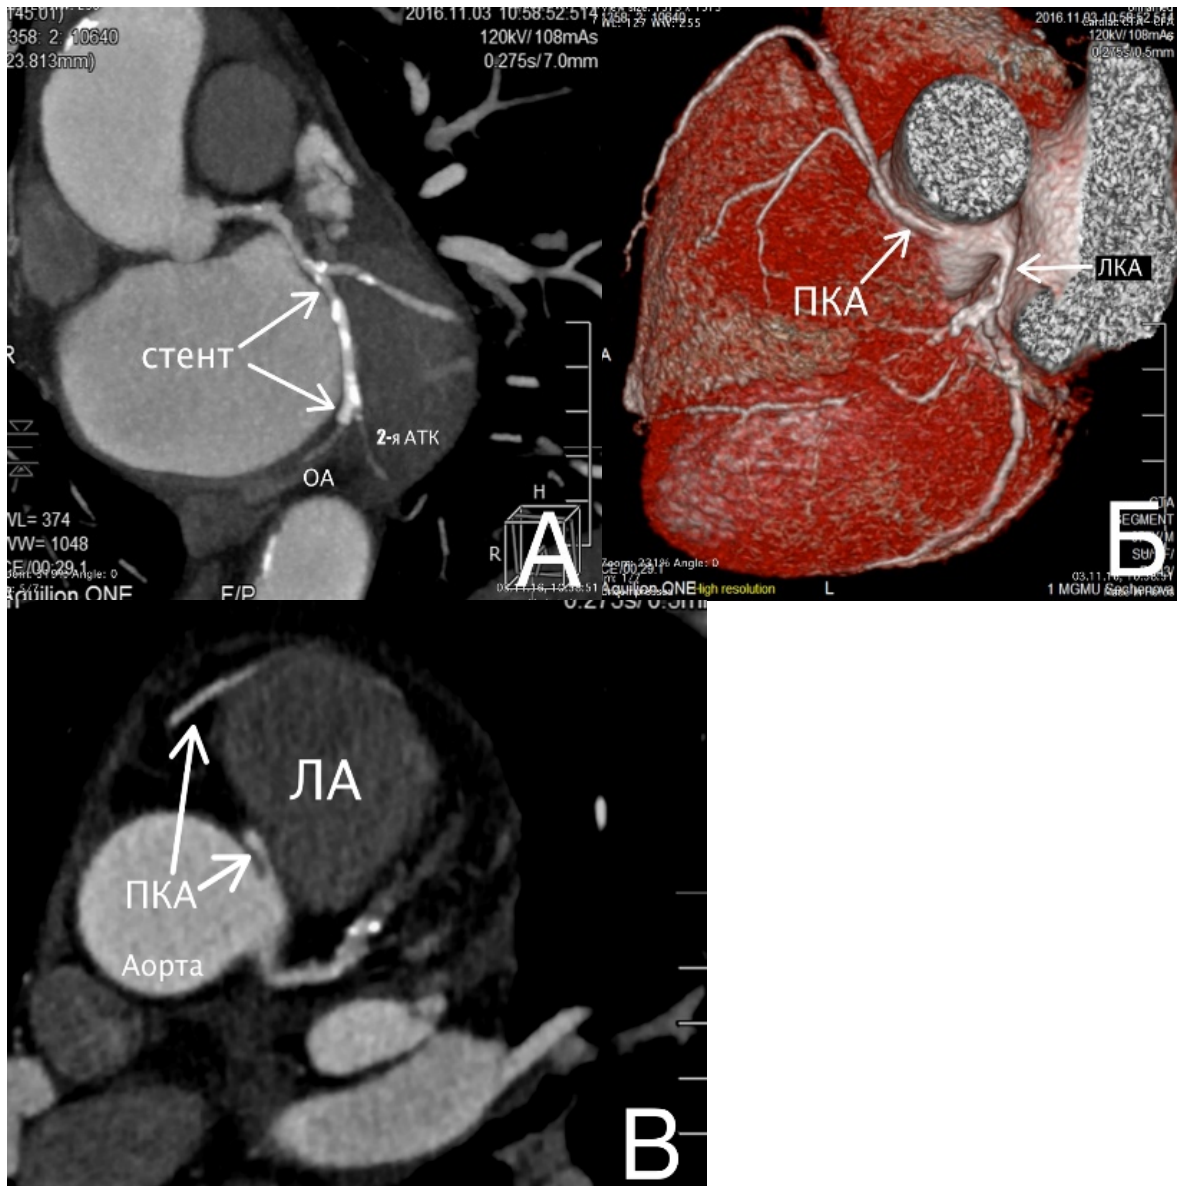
640-срезовая КТ-коронарография на 7-е сутки после стентирования огибающей артерии: А – мультипланарная реконструкция, хорошо определяется стент в огибающей артерии (стрелки), контрастируются дистальные отделы огибающей артерии после стента (ОА) и артерия тупого края (2-я АТК); Б – 3D-реконструкция, четко визуализируется правая коронарная артерия (ПКА, отходящая от левого коронарного синуса, и ствол левой коронарной артерии (ЛКА). В - На аксиальном срезе хорошо видно устье правой коронарной артерии, отходящей из левого синуса Вальсальвы. Артерия проходит между аортой (аорта и лёгочной артерией (ЛА), ход артерии указан стрелками.
